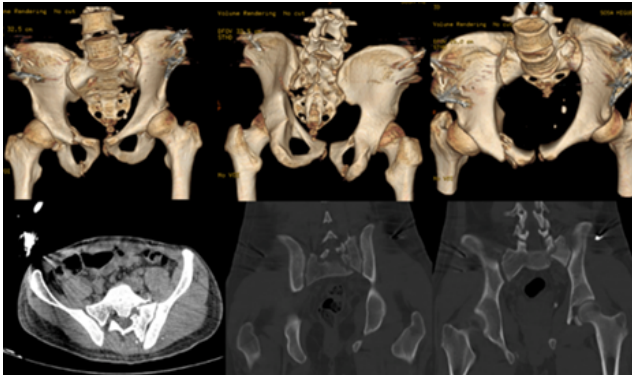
Imágenes de TC. Reconstrucción 3D y cortes axial y coronal de pelvis con fijador externo. Acude 3 meses después de la lesión con dolor y deformidad traslacional vertical de 3 cm, deformidad rotacional de 15°, desplazamiento posterior de 2 cm, se observa la falta de reducción del arco posterior con trazo vertical de fractura transforaminal sacra a través de S1, S2 y S3. Se ingresa con diagnóstico de: Fractura de pelvis inveterada Tile C AO 61C1.3c. Fractura de Sacro Denis II derecho.
